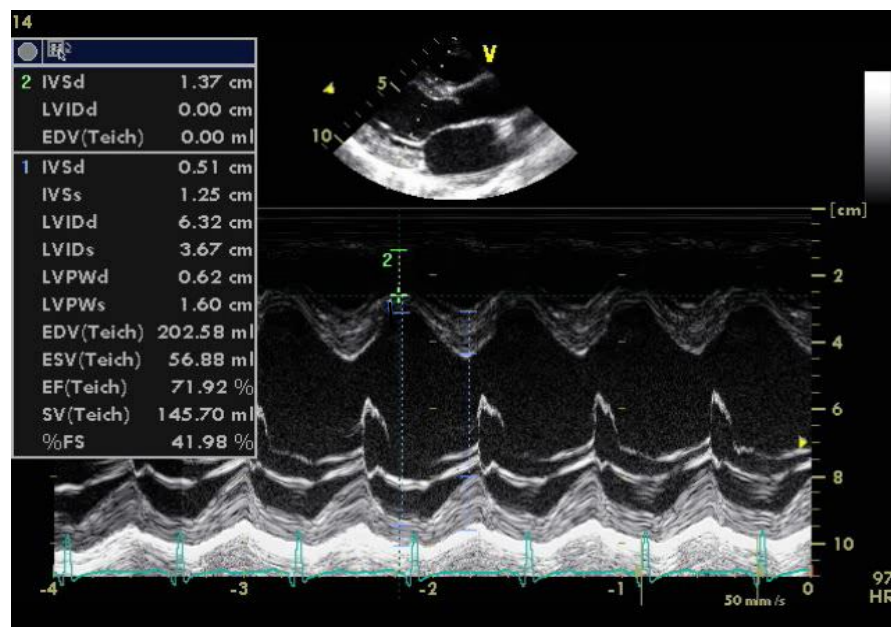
VG dilaté en TM en incidence parasternale grand axe
